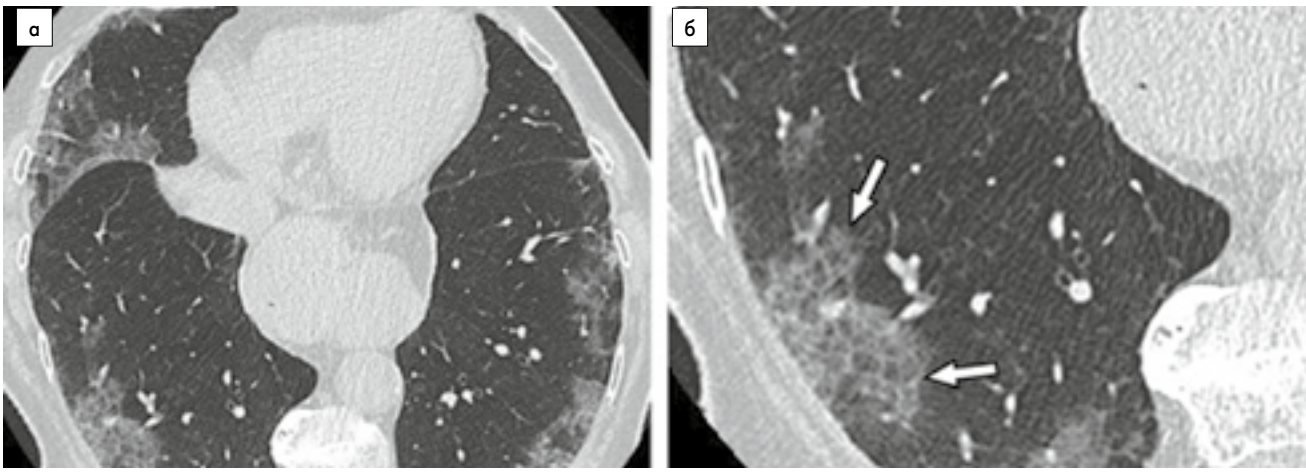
КТ ОГК пацієнтки 82 років, інфільтративна доріжка, зумовлена COVID-19-асоційованою пневмонією:
